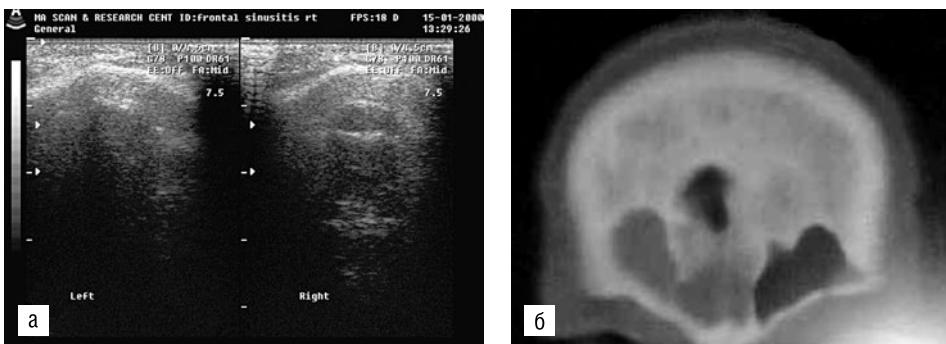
Вид нормальной лобной пазухи: а — при ультразвуковом исследовании; б — на компьютерной томограмме
